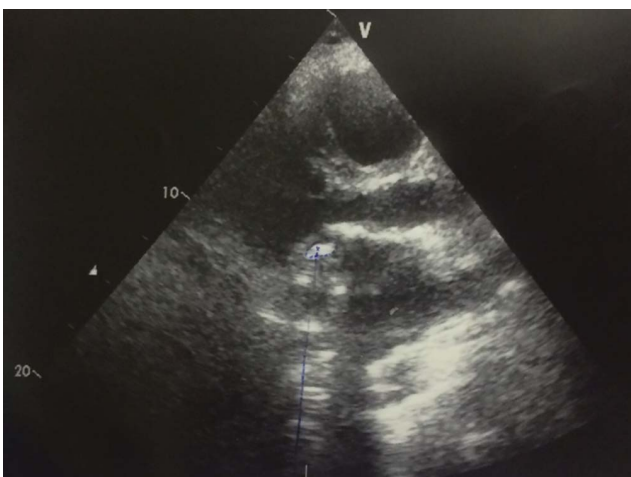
Трансторакальная эхокардиограмма больной Ц.: подвижное образование (0,9×1,2 см) на протезированном митральном клапане
